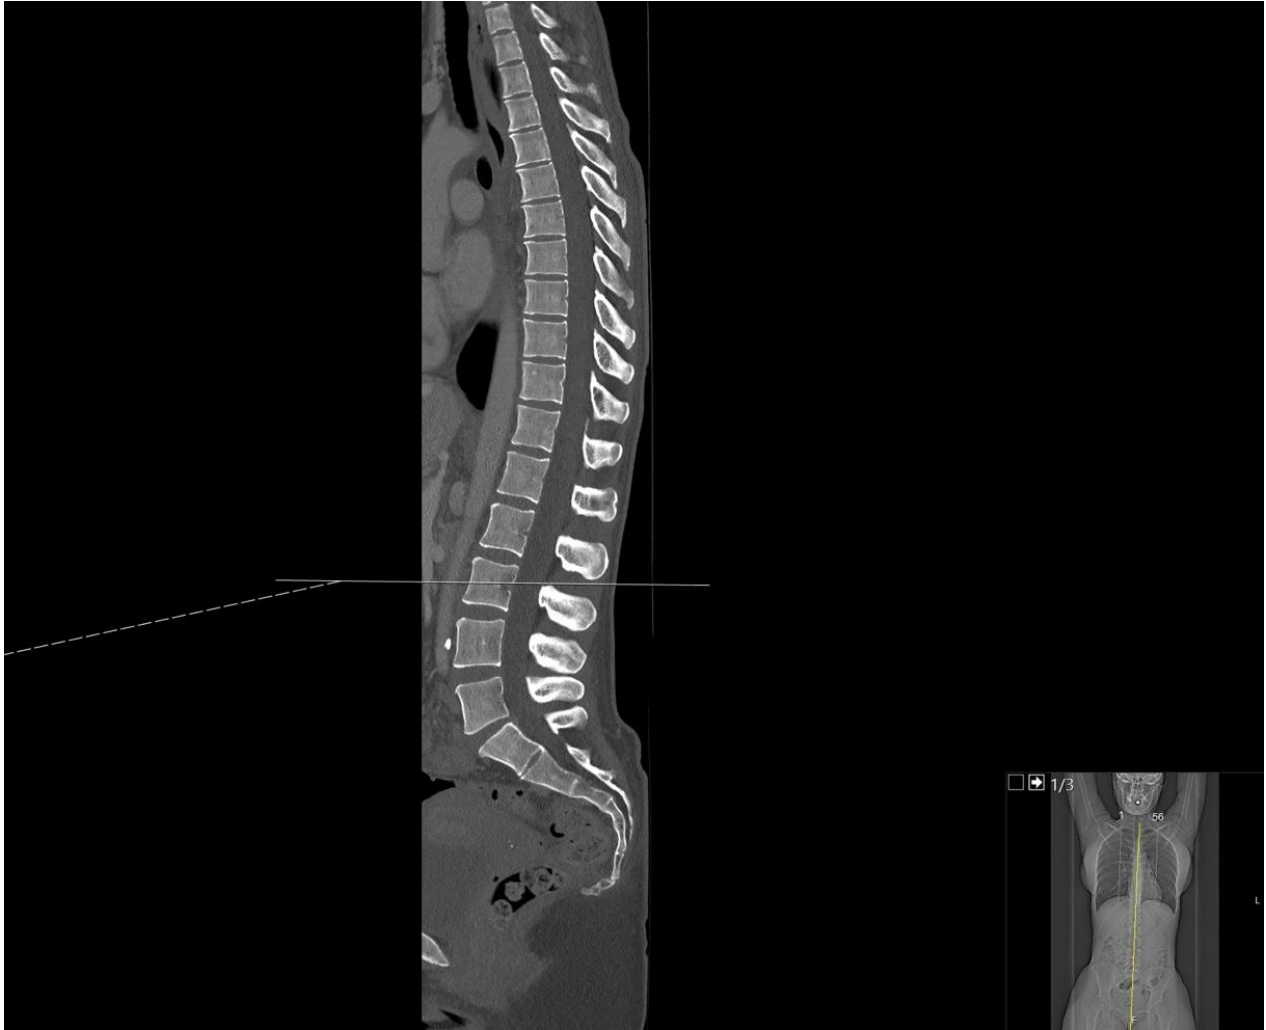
Sagittales Einzelschicht CT
